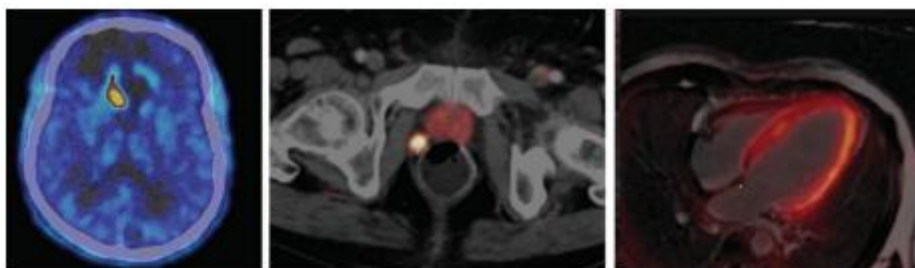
Trei exemple de achiziții PET/CT din neuro-oncologie, imagistica prostatei și evaluarea viabilității cardiace.
